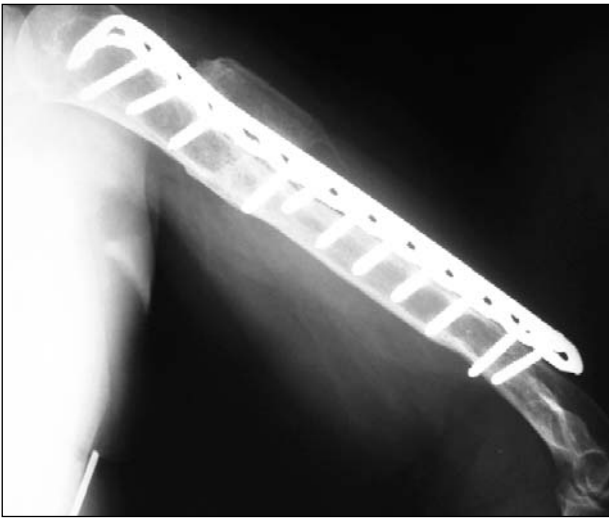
Radiografía a los 25 meses posoperatorios con signos de consolidación de la pseudoartrosis.
